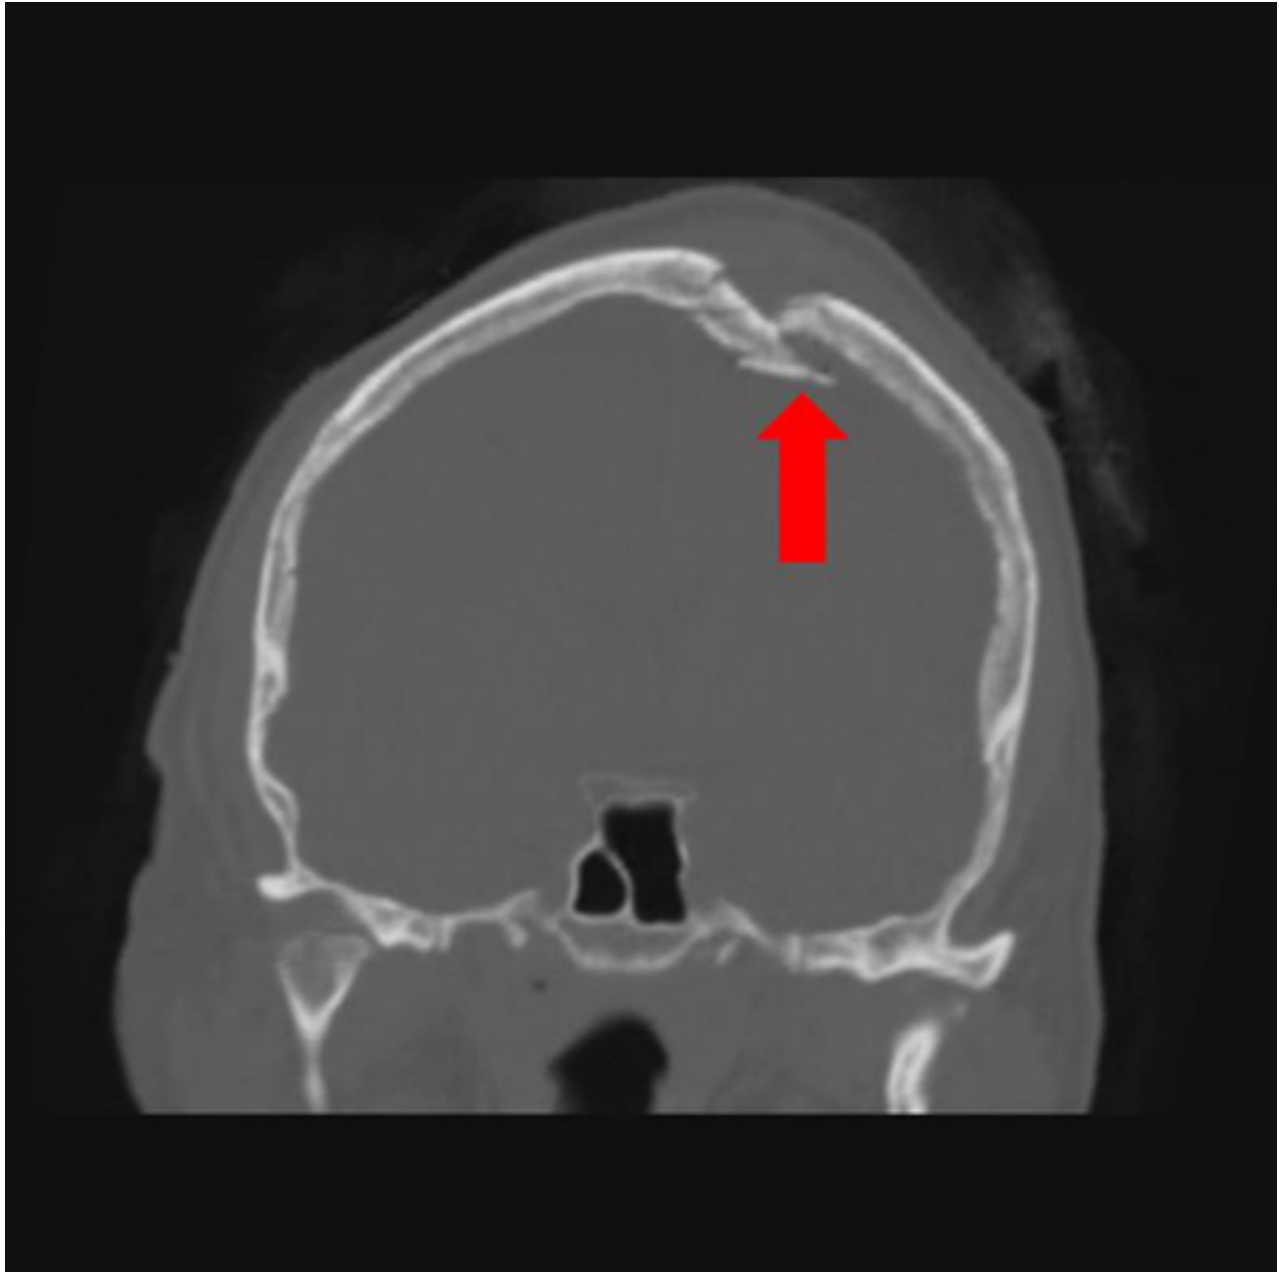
Tomografia computadorizada (TC) coronal de uma fratura craniana aberta, cominutiva e depressiva. O nível de depressão é maior que a lâmina óssea e há alguns fragmentos de osso impactados debaixo do córtex interno do osso oposto (seta grande). Apesar da ausência de uma lesão cerebral subjacente associada, essa fratura exigiu desbridamento cirúrgico e elevação dos fragmentos ósseos. Ver também a imagem de TC sagital correspondente
